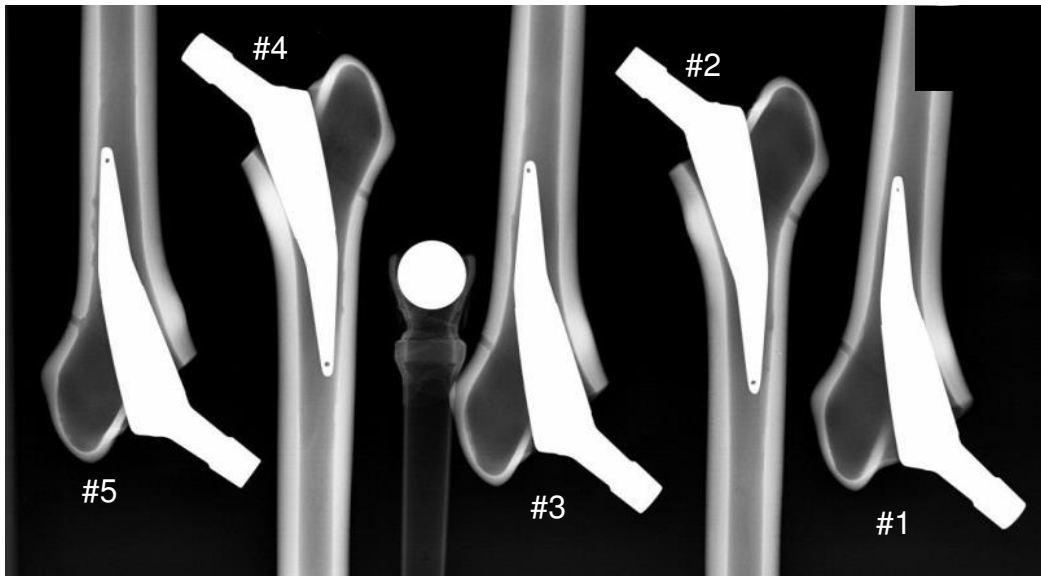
Röntgenbild des AIDA-Kurzschachtsystems in AP-Ansicht bei neutraler Schaftstellung.
